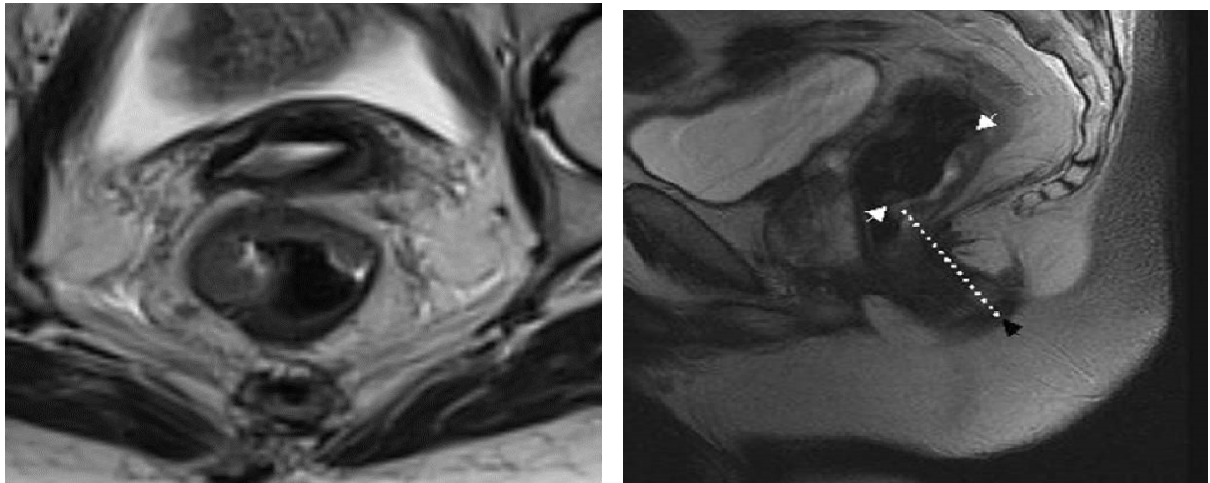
IRM sagittale en pondération T2 d'un homme de 55 ans présentant un cancer du bas rectum. L'image montre l'aspect typique du cancer du rectum avec ses bords surélevés et enroulés (pointes de flèche blanches). La pointe de flèche noire inférieure est le point où le bord le plus bas de la tumeur peut être mesuré jusqu'à la verge anale et la hauteur mesurée (ligne pointillée).(103)
